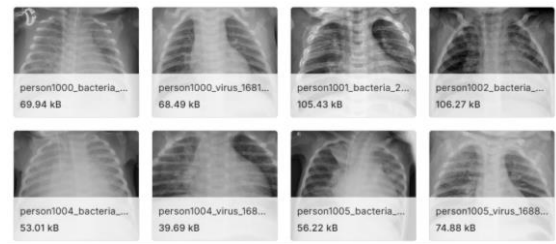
menampilkan representasi awal dataset, terdiri dari 12.539 citra *X-ray* paru-paru (Normal: 3.312, *Pneumonia*: 3.135, *Cardiomegaly*: 2.776, *Pneumothorax*: 3.316) yang dibagi dengan *stratified sampling* menjadi data pelatihan (70%), validasi (15%), dan pengujian (15%).
